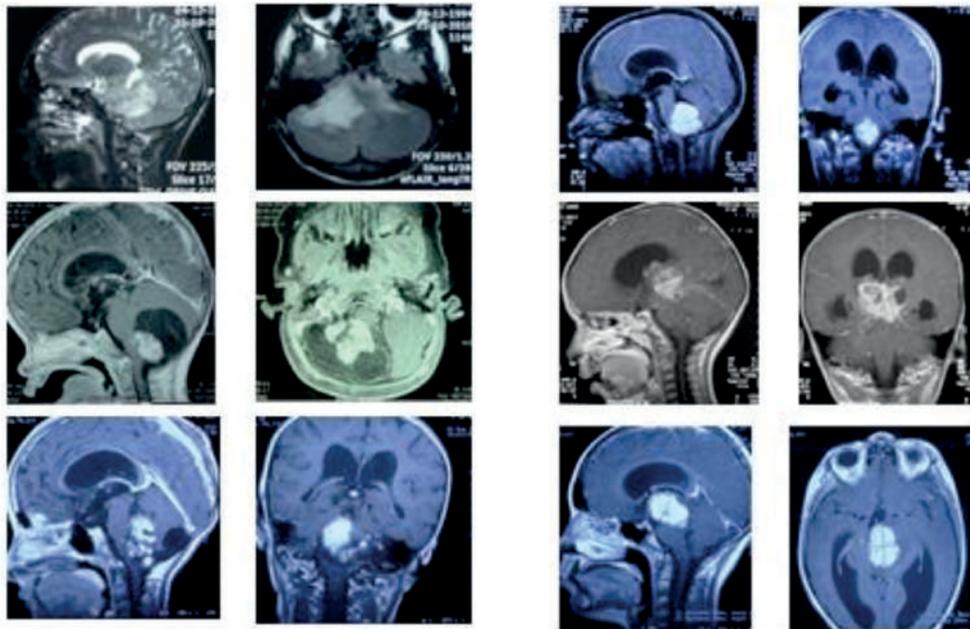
МРТ-снимки первичных экзофитных опухолей СМ
